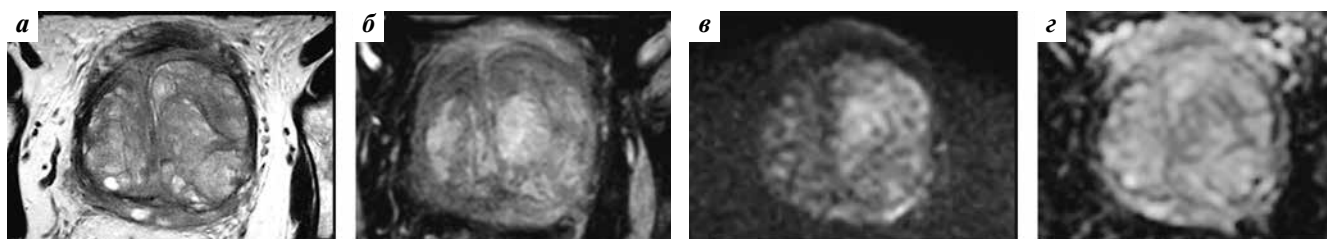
Магнитно-резонансные томограммы предстательной железы у пациента 62 лет с верифицированным раком предстательной железы (сумма баллов по шкале Глисона 3 + 4), локализованным в периферической зоне справа: а – T2-взвешенное изображение (ВИ) в аксиальной проекции на уровне средней трети предстательной железы; б – динамическое контрастное усиление (ДКУ); в – диффузионно-взвешенное изображение (ДВИ); г – карта измеряемого коэффициента диффузии (ИКД) на уровне средней трети предстательной железы. Неизменная передняя фибромускулярная строма (стрелки) характеризуется низкоинтенсивным сигналом на T2-ВИ, ДВИ и карте ИКД в сочетании с отсутствием очагового контрастирования при ДКУ
